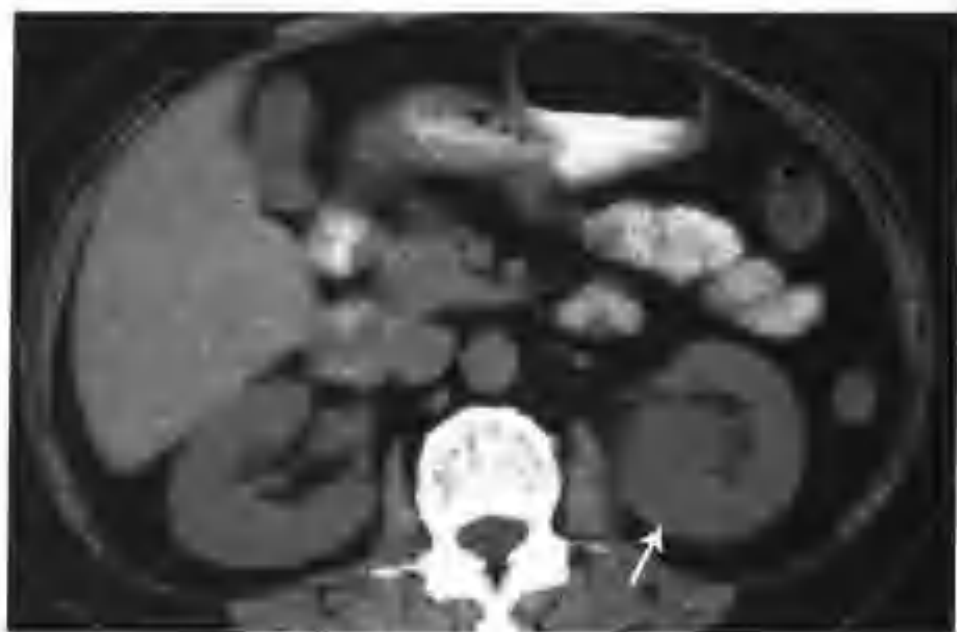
左肾炎症（CT 平扫左肾中极有一稍低密度病灶，凸入肾窦生长，邻近肾筋膜及腰大肌增厚，边缘毛糙（箭头））
